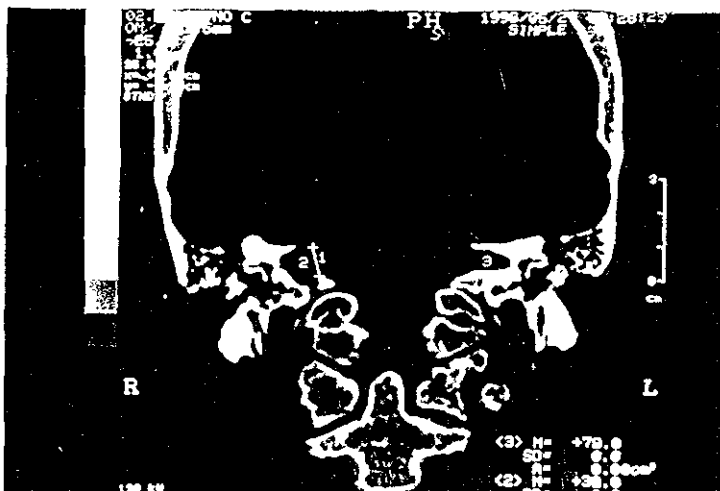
Tomografía computarizada con ventana para hueso que muestra ensanchamiento de los conductos auditivos internos.
